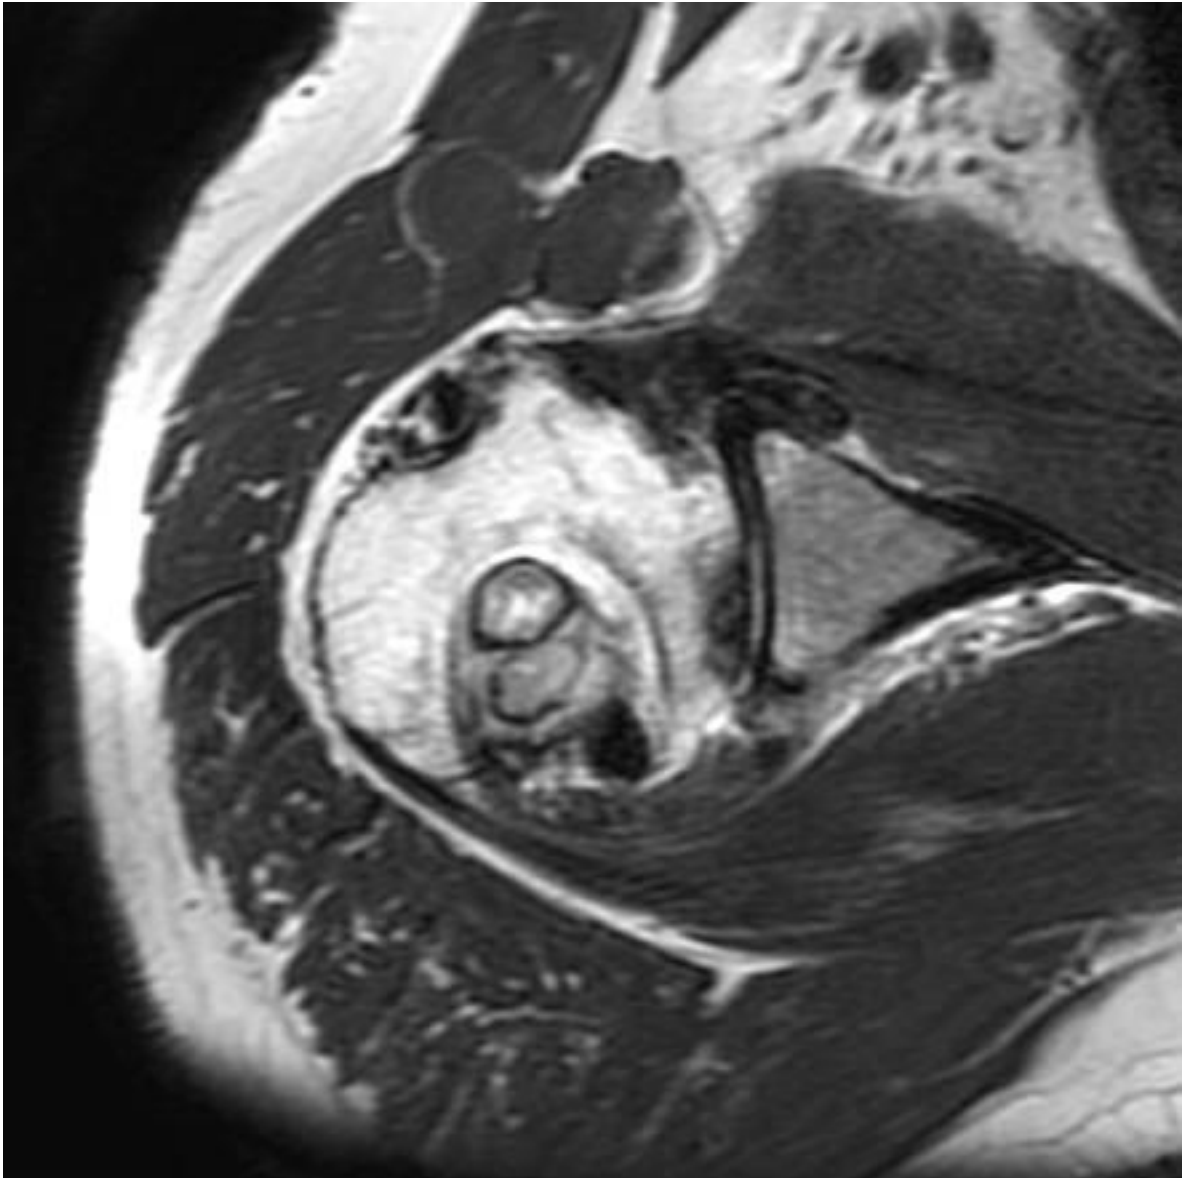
RM de hombro, plano axial: Imagen FSE T2 . Lesiones intrahumerales de márgenes bien definidos, erosiones óseas, y proliferación sinovial de señal baja en el área anterior de la articulación glenohumeral.
